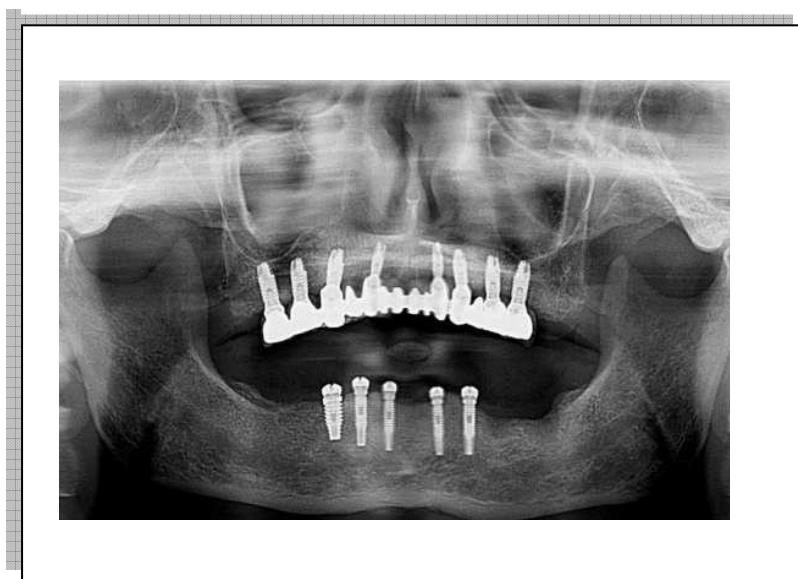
10. Ortopantomografía con 8 implantes maxilares y 5 implantes mandibulares para rehabilitaciones fijas.
